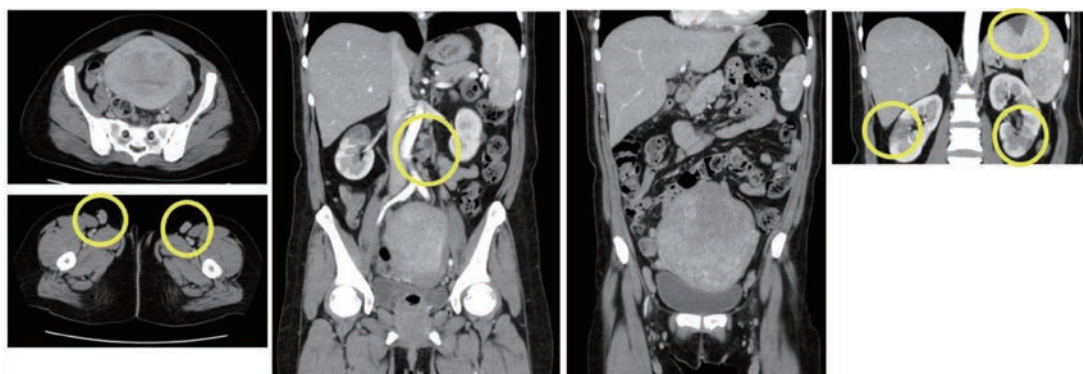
胸～骨盤 造影CT 左が軸位断，右3枚は冠状断
